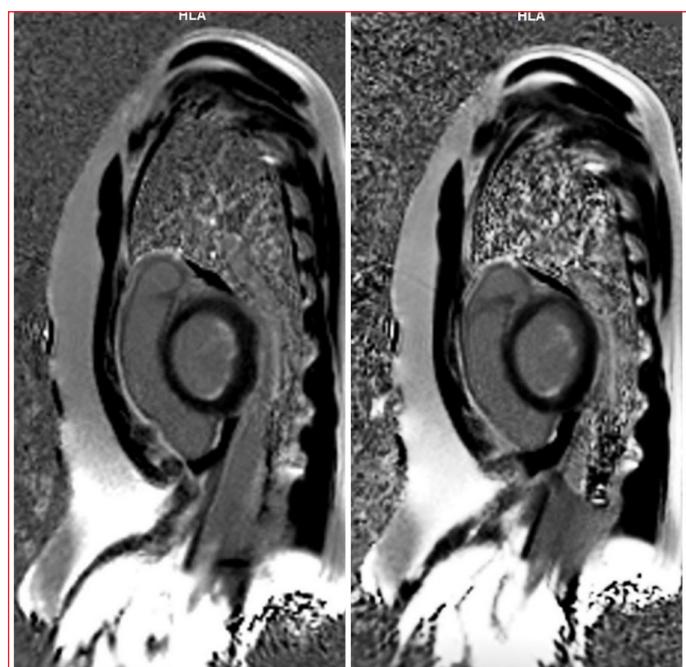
MRI late enhancement before treatment
